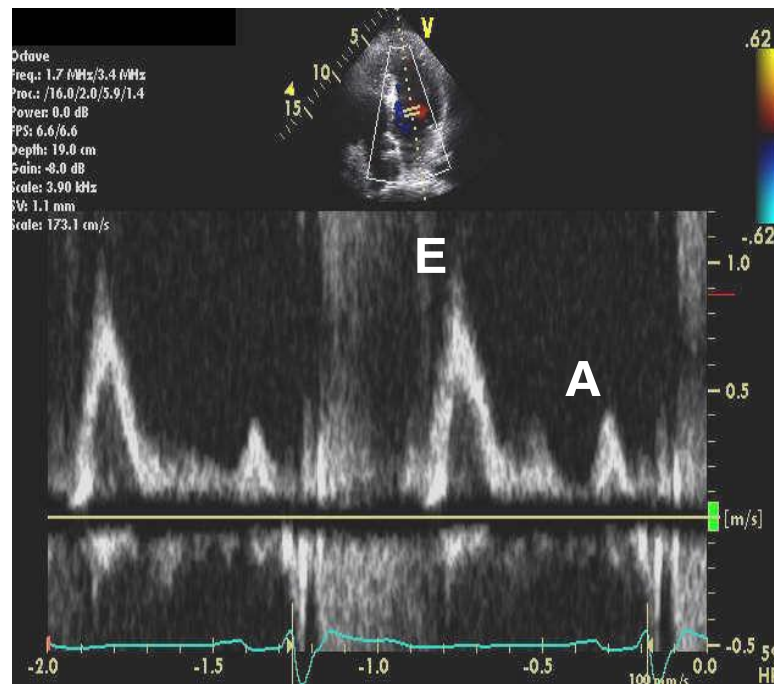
Doppler Pulsátil da valva mitral
